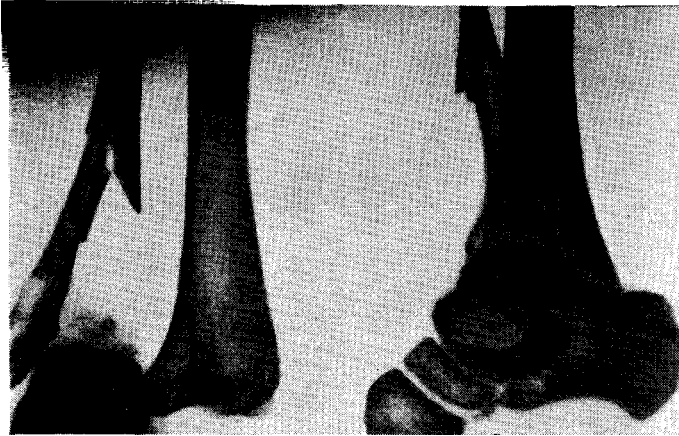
Центральный вывих стопы. Рентгенограмма.
